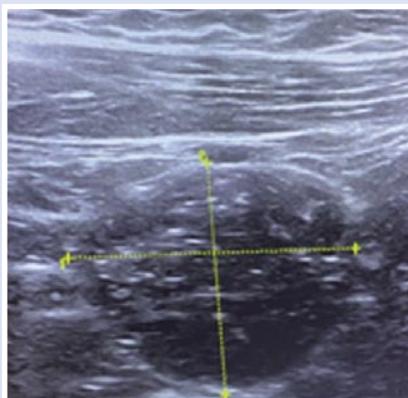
УЗИ. Рядом с тонкой кишкой визуализируется гипозоногенное образование слабо неоднородное образование с ровной капсулой.
